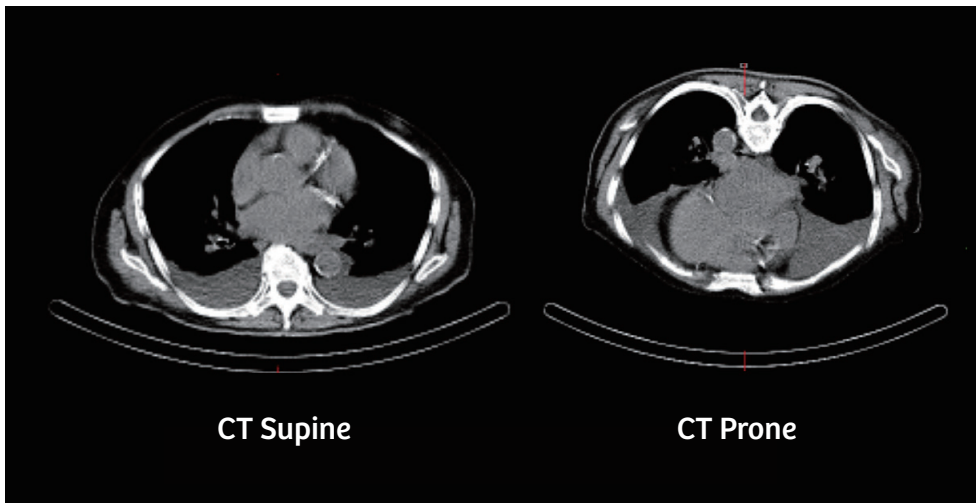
仰臥位と伏臥位の CT 像を比較すると、撮像体位によってかなりの量の胸水が移動している。伏臥位 CT 画像ではさらに、伏臥位ではさらに心室がより胸壁側に移動し、肝臓や胃の干渉が減少する仕組みが分かる。(Courtesy of l'Hôpital de la Cité-de-la-Santé, Laval, Canada)
